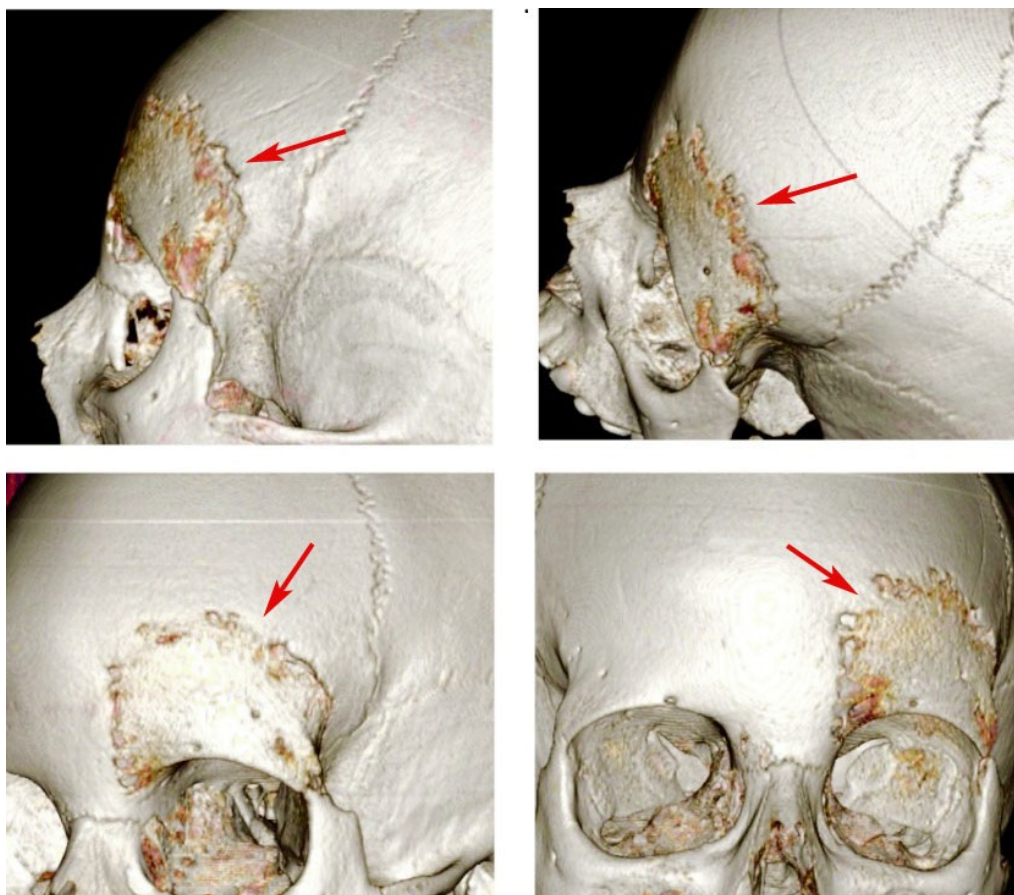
TC cranio ricostruzione tridimensionale (VR)
